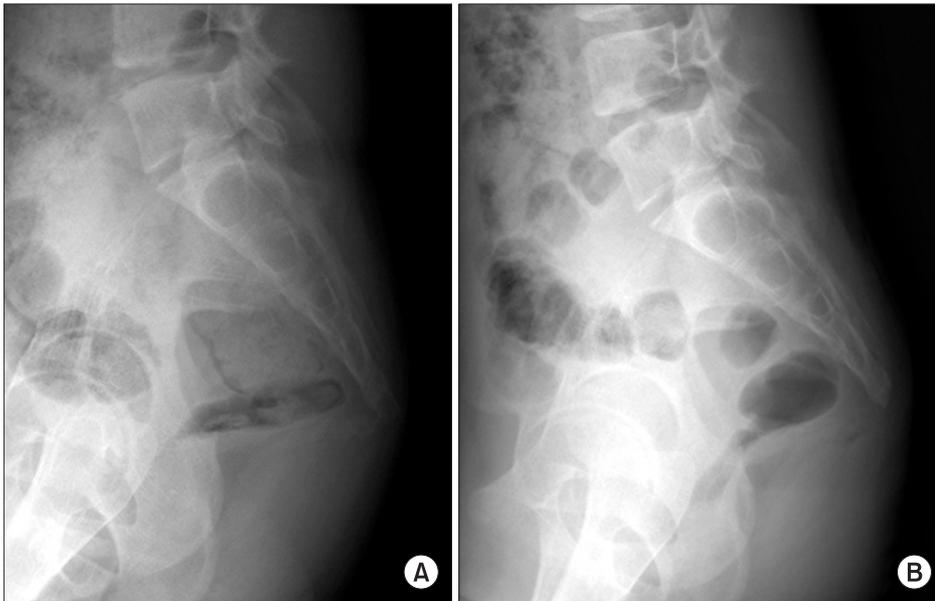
This photo shows plain radiographs. (A) Preoperative; (B) postoperative.
